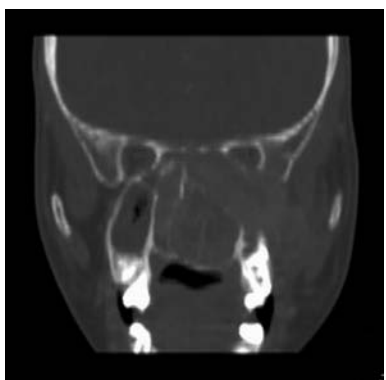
Reconstrucción coronal de TC. Se observa abombamiento del paladar duro y daño en el tabique nasal.
